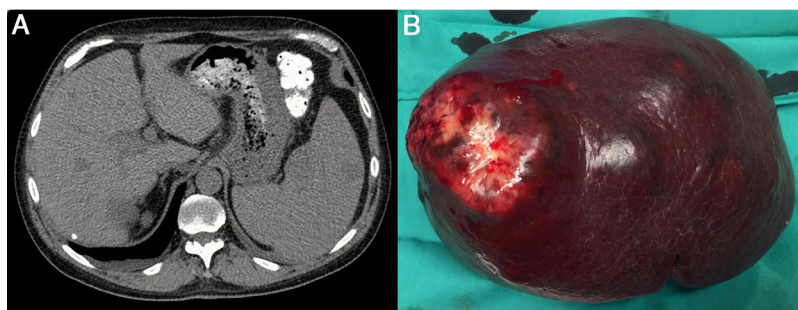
A: TAC de abdomen sin contraste intravenoso en el que se puede apreciar un bazo aumentado de tamaño con múltiples lesiones hipodensas. B: pieza de esplenectomía con un tamaño de 22x16x7,5cm y un peso de 1,1Kg con lesión nodular umbilicada de coloración blanquecina en su superficie.
